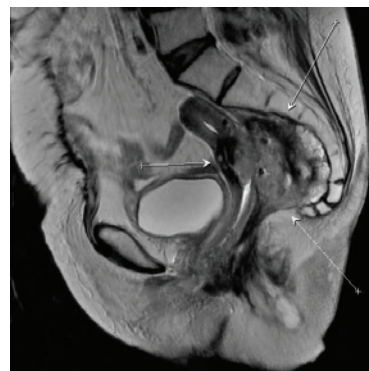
МРТ-картина опухоли малого таза, сагиттальный срез
